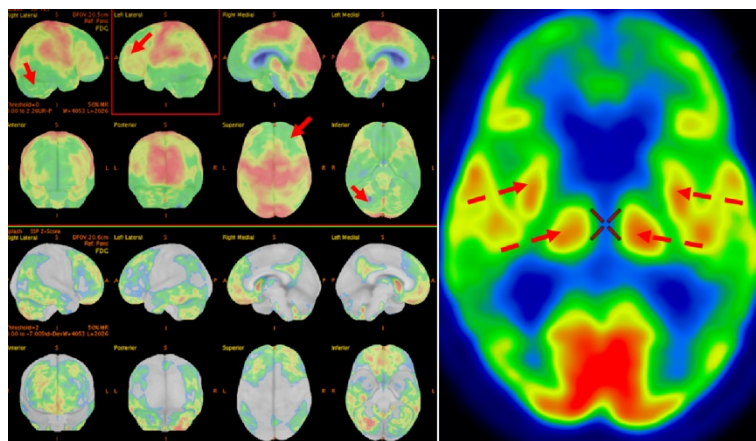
^{18}F -ФДГ ПЭТ через месяц после предыдущего исследования (март 2017 г.)
